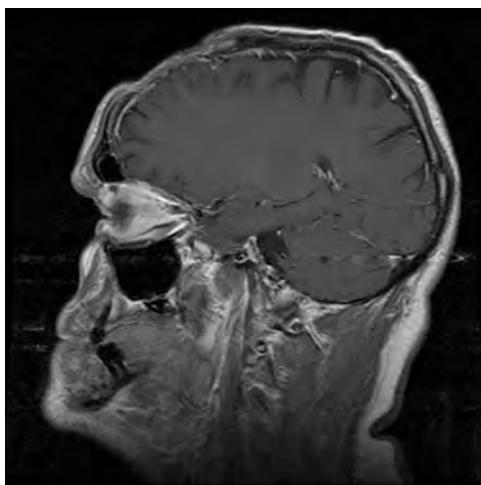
Corte sagital de resonancia magnética cerebral con contraste intravenoso realizada 2 semanas tras la intervención, en la que se confirma la correcta evolución radiológica.
